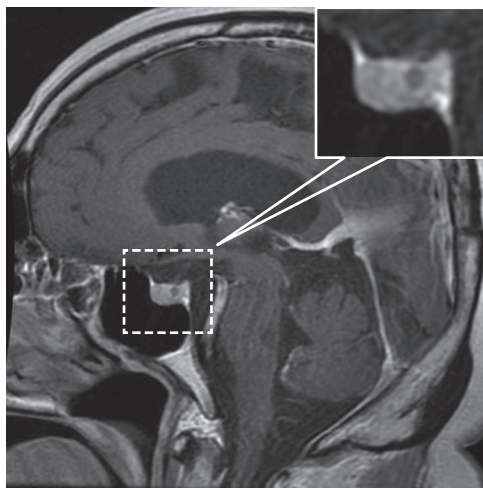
MRI (Gd enhanced T₁WI, Saggital Imaging) showed poorly enhanced area at the pituitary gland, diameter of which was 3 mm, suggesting microadenoma or Rathke's cleft cyst.
